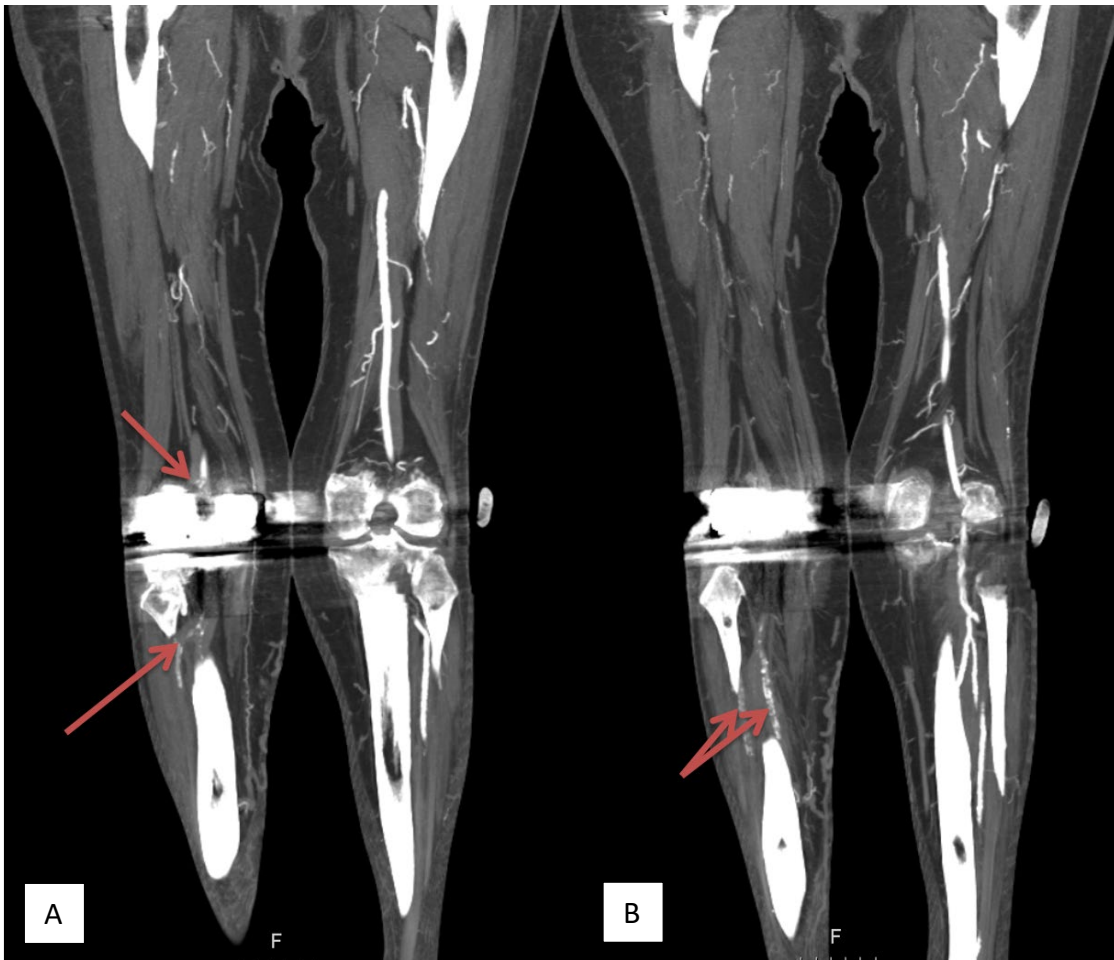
Angio-Computertomographie (Abdomen, Becken, Beine).
